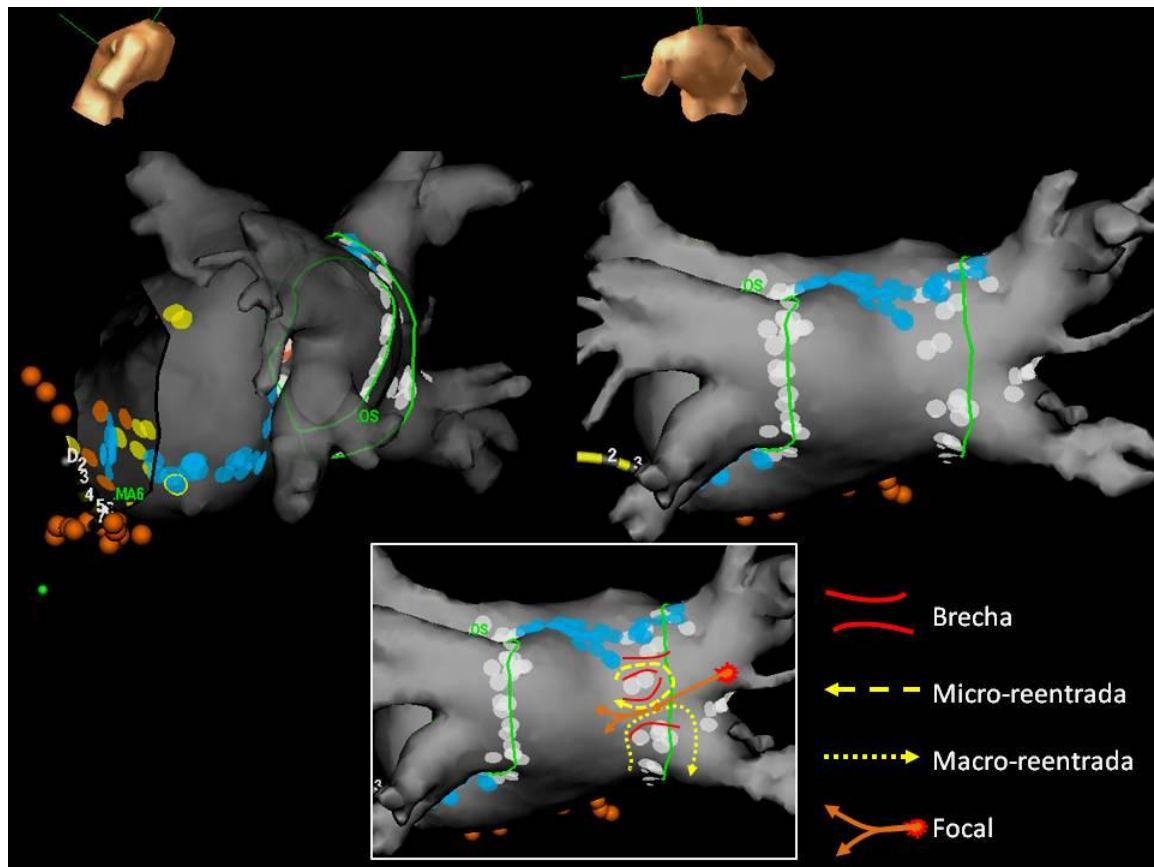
Fusión entre tomografía cardíaca y mapa electro-anatómico tridimensional (EnSite Velocity, St Jude Medical). El mapa muestra diferentes líneas de ablación en un paciente con fibrilación auricular persistente: Aislamiento antral de venas pulmonares con puntos blancos, líneas en el techo e istmo mitral con puntos azules, ablación focal de electrogramas fraccionados complejos (CFAE) en amarillo y ablación dentro del seno coronario en naranja. A pesar de que se demostró aislamiento eléctrico de las venas pulmonares, observe la discontinuidad en la línea antral de las venas derechas (recuadro), la cual podría
